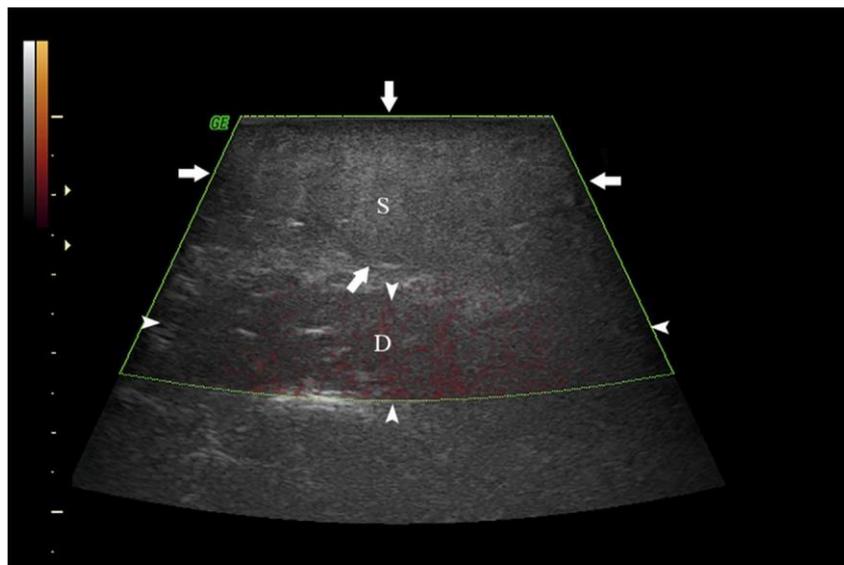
Power Doppler ultrasonography shows no increased blood flow in the subcutaneous layer with a mildly increased signal in the muscle layer on postvaccination Day 4 (05/21/2021). The white arrow indicates the lesion in the subcutaneous layer. The arrowhead indicates the lesion in the muscle layer. (S, subcutaneous layer; D, deltoid muscle layer).
